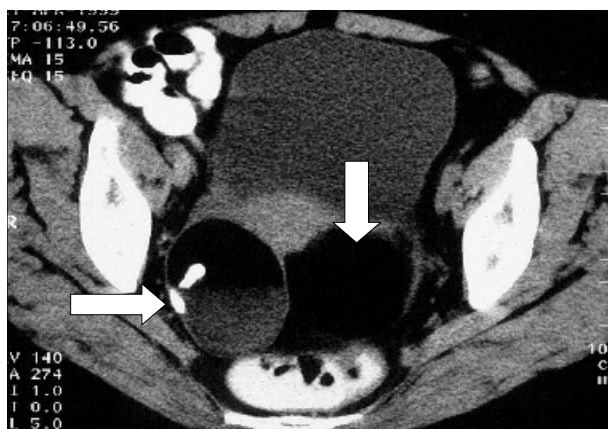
TC pélvica: lesão anexial bilateral. O tumor anexial direito apresenta nível líquido-gordura com conteúdo aquoso (em baixo) e lipídico (em cima). É possível ver dois esboços dentários no seu interior (seta horizontal). O tumor anexial esquerdo contém exclusivamente gordura (seta vertical).
